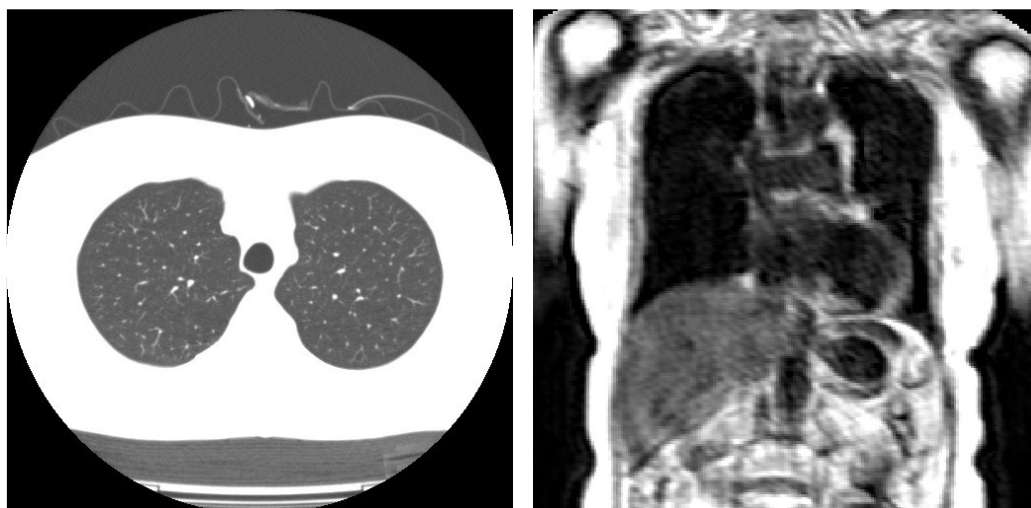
CT と MRI の原画像データ
